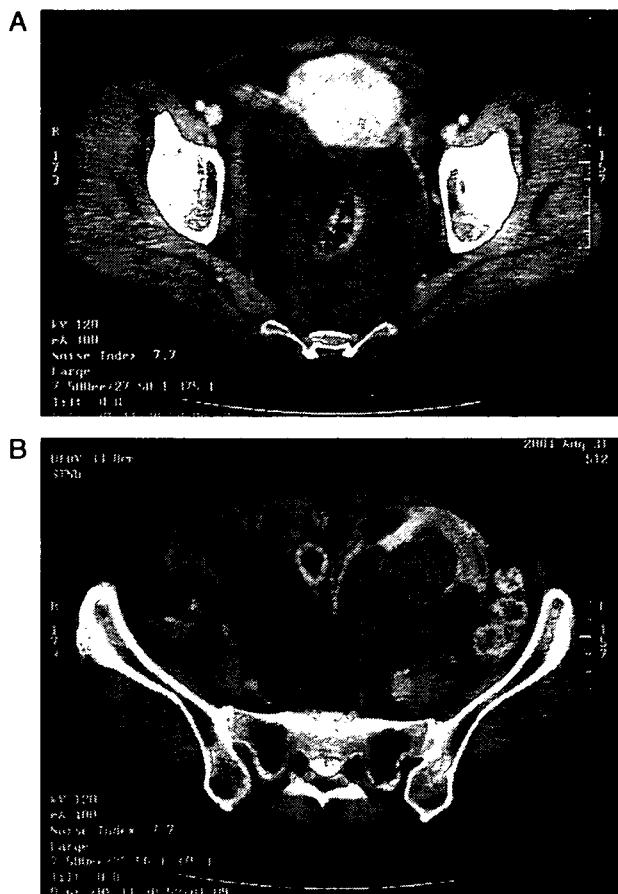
Pelvic computed tomography. (a) Right ovarian tumor: cystic tumor containing solid part. (b) Left ovarian tumor: multicystic tumor containing solid part
